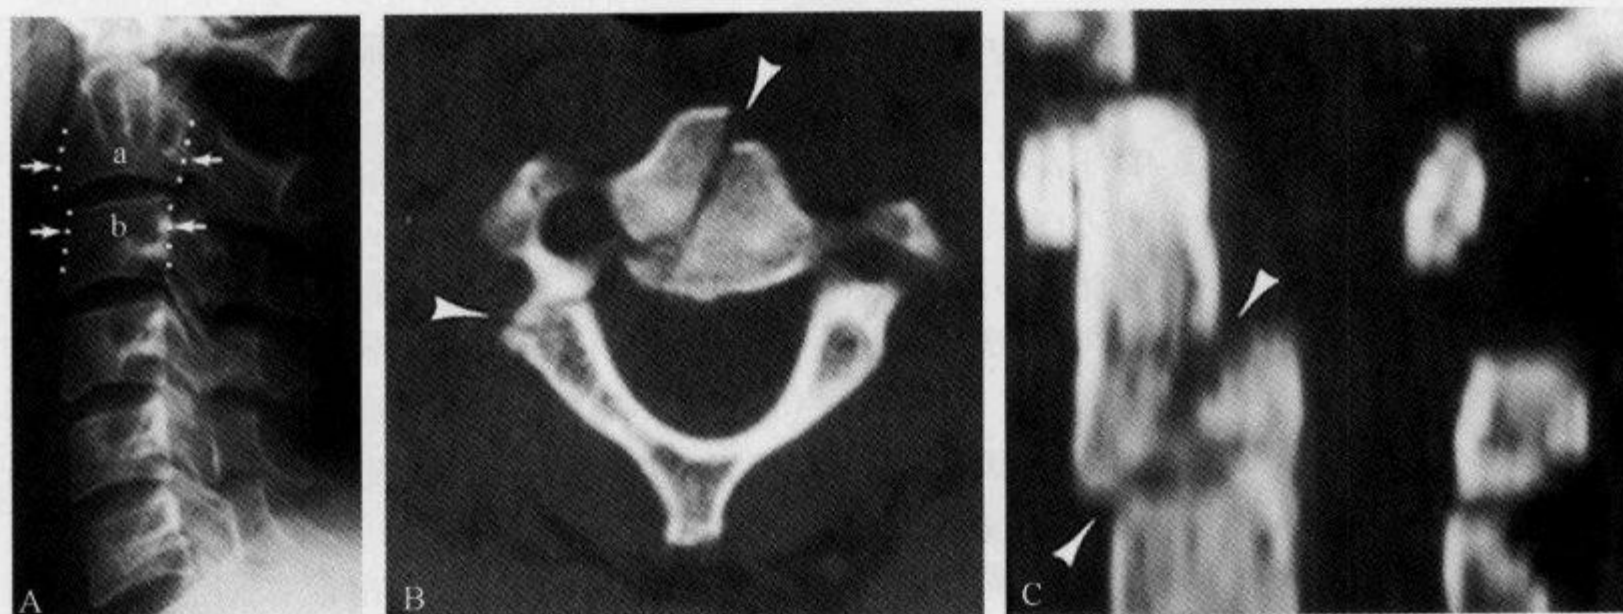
颈椎侧位 X 线平片示“胖 C₂ 征”
